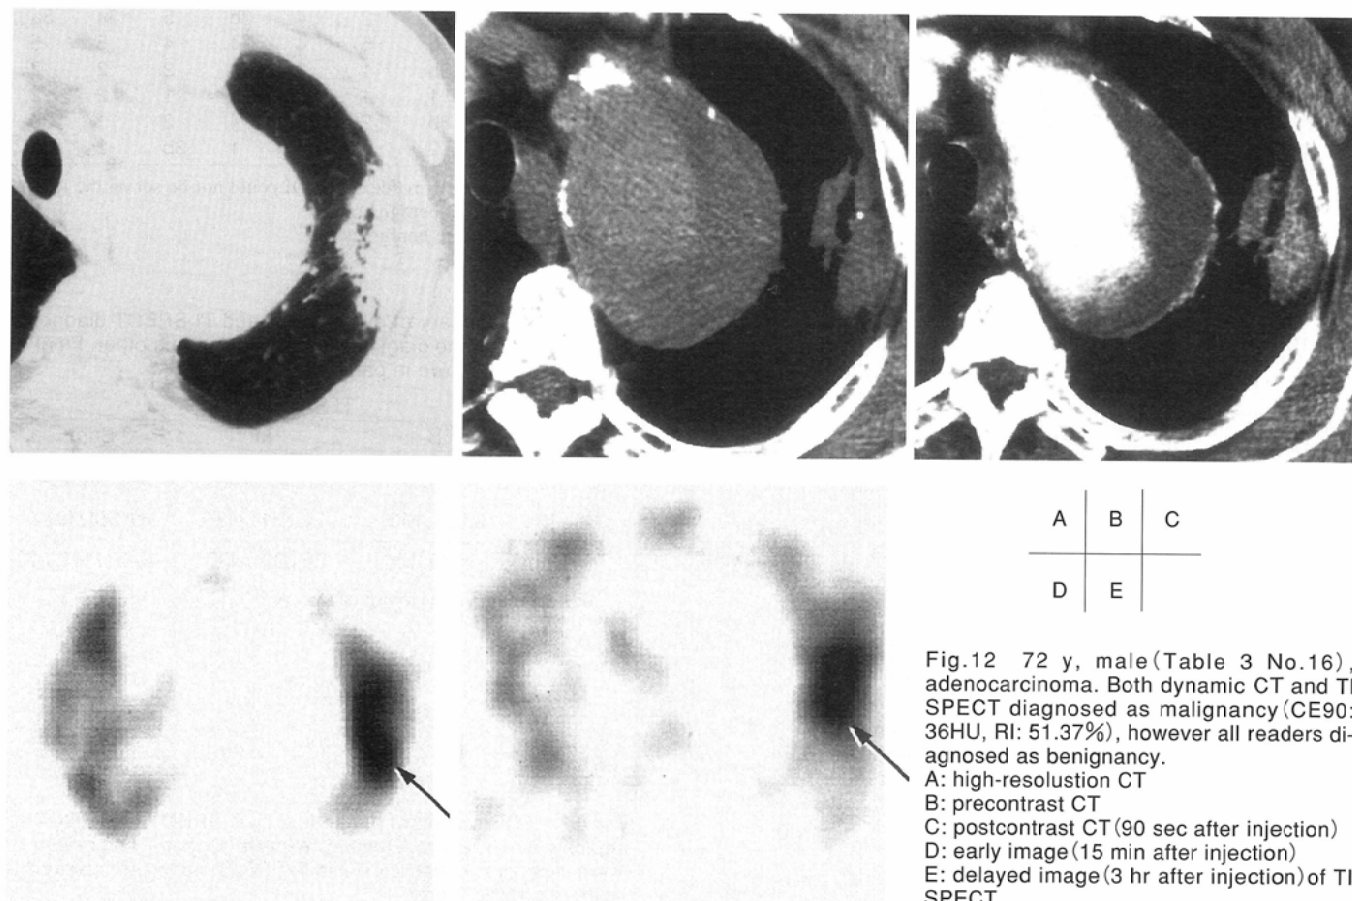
72 y, male (Table 3 No.16), adenocarcinoma. Both dynamic CT and TI SPECT diagnosed as malignancy (CE90: 36HU, RI: 51.37%), however all readers diagnosed as benignancy.
